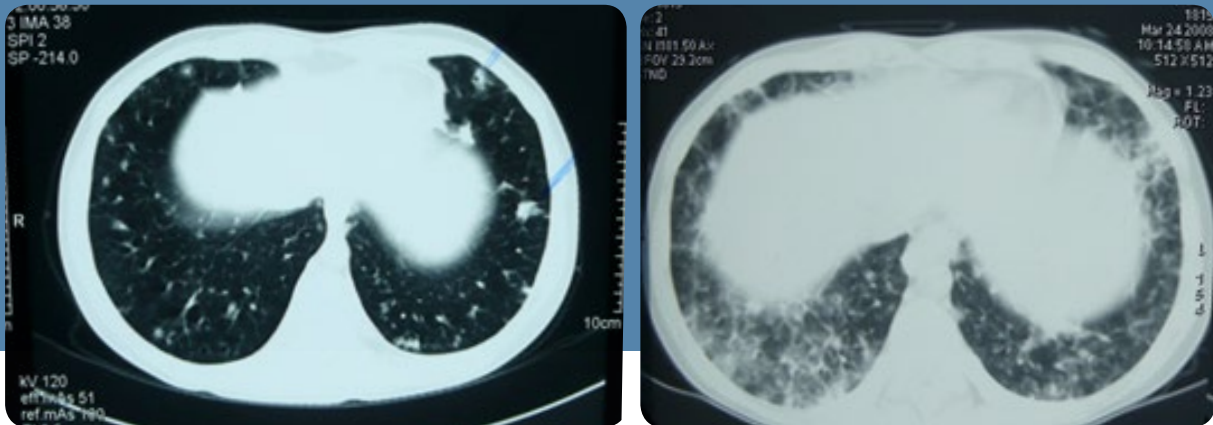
Computer Tomographie (CT) der Lunge
